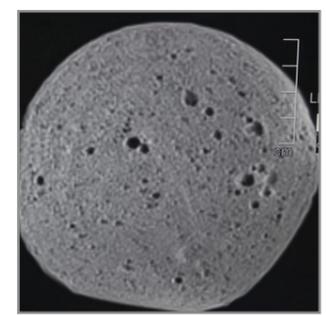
MRT, T1w-Bild einer Fleischwurst.
